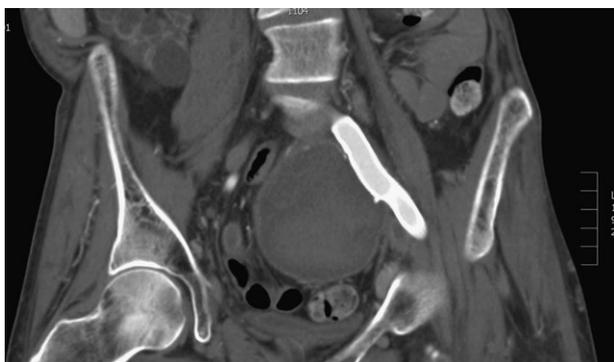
Angio-TC abdominopélvica: control al mes.
